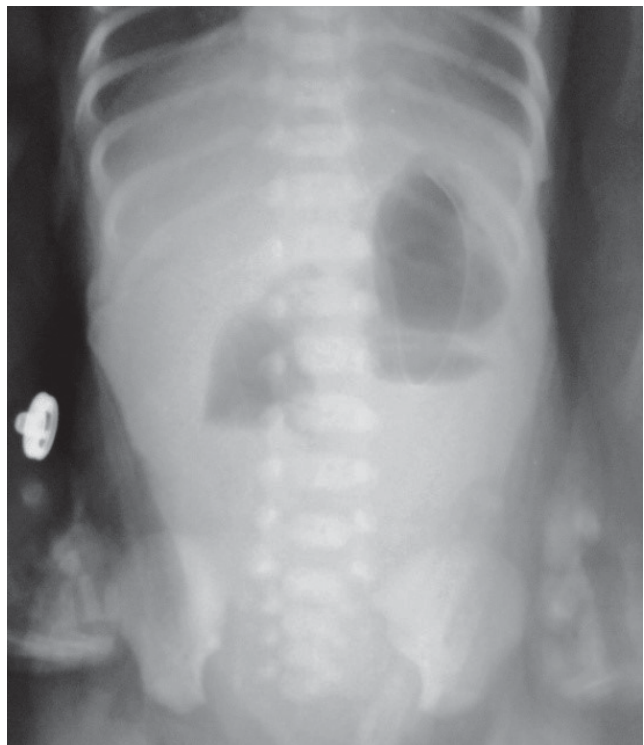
Рентгенограма дитини К. (3 години життя): три рівні рідини, які відповідають розширеному шлунку, ДПК та атрезованій петлі голодної кишки, пневматизація інших відділів тонкої та товстої кишки відсутня
